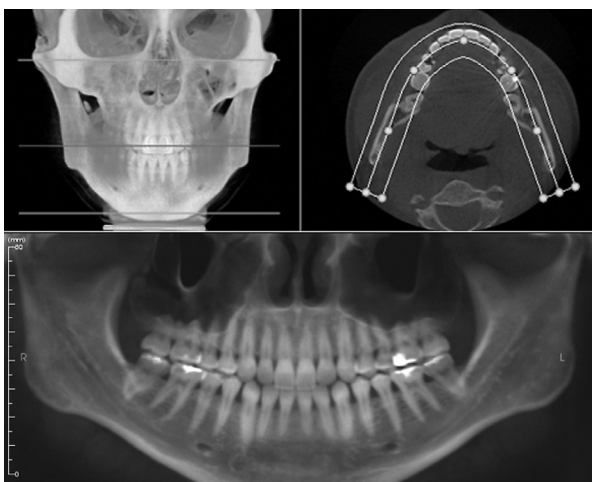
CT画像三次元ボリュームデータから顎骨歯列の存在するU字型の領域を切り出して再構成されたパノラマ画像。解像度はCTデータのボクセルサイズに依存するのであまり高くないが、形態的には歪みや拡大のない画像が得られる。
